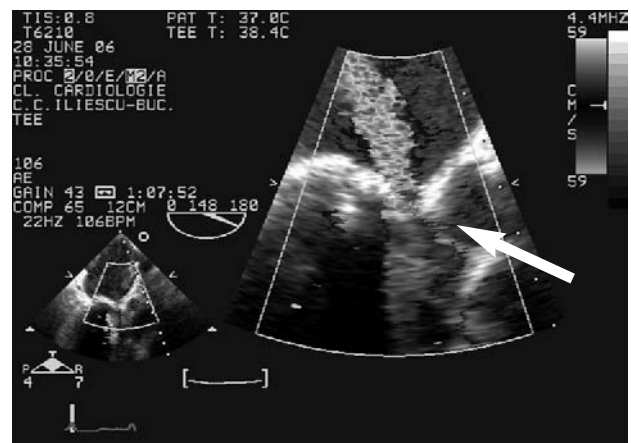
Ecocardiografie transesofagiană 2D Doppler color cu zoom la locul regurgitării. AS= atriu stâng, VS= ventricul stâng, jetul de regurgitare paraprotetică
